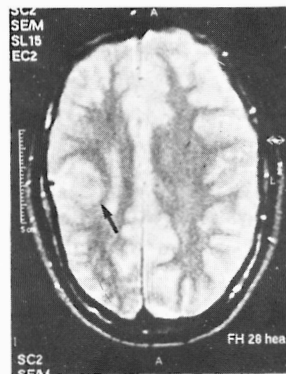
RM cerebral. Nódulo displásico justa rolândico direito, com redução da substância branca.
